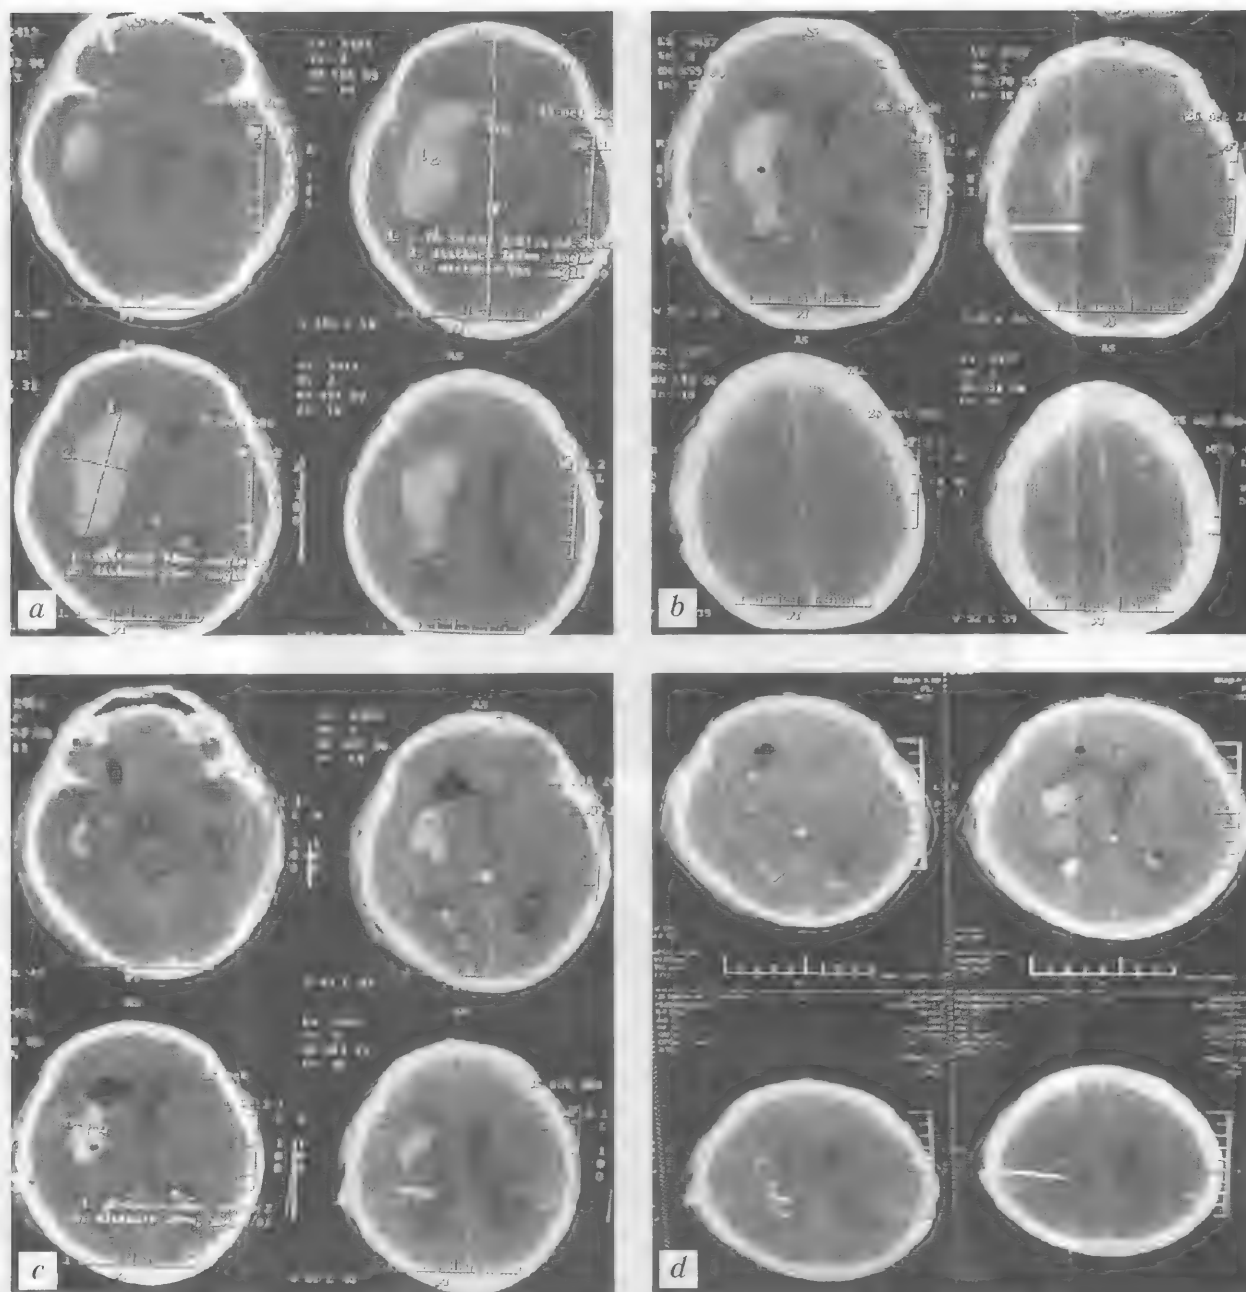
Больной В., 55 лет. Геморрагический инсульт. Контроль оперативного лечения. Динамика этапного удаления двухдневной внутримозговой гематомы ($V=150\text{ см}^3$) после фибринолиза через катетер, установленный в задний полюс гематомы. КТ до операции — *a*; на 2-е сутки после операции — *b*; на 3-и сутки — *c*; на 4-е сутки — *d*
